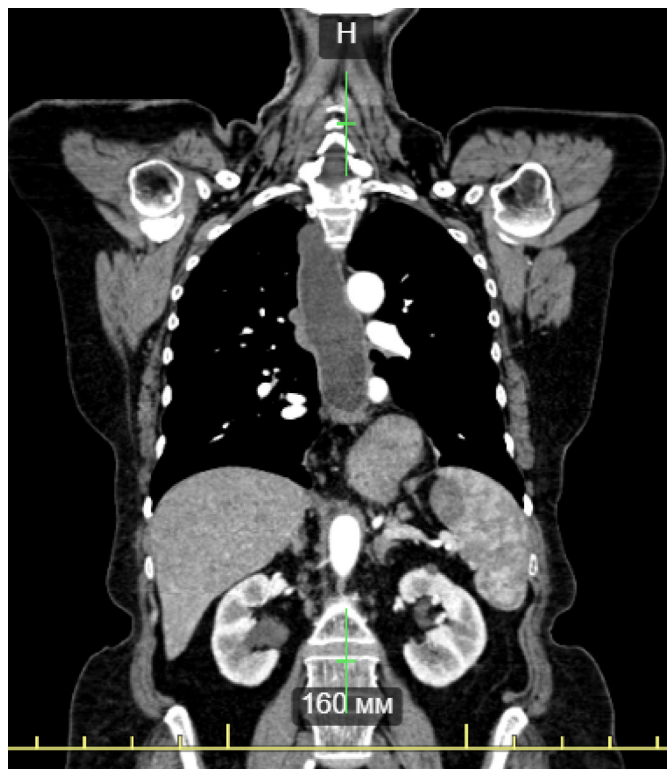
КТ от 23.09.22 г.: стеноз дистального отдела пищевода и супрастенотическое расширение пищевода до 40 мм
